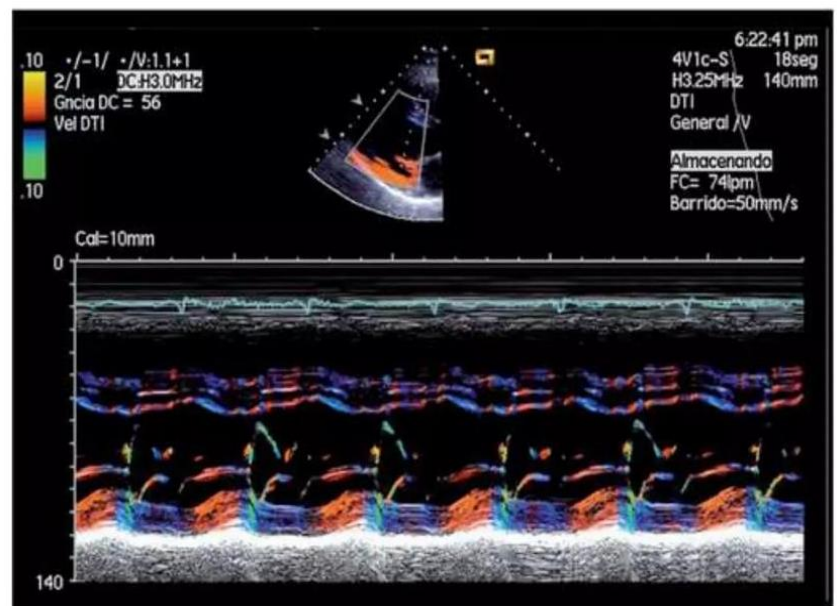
Imagen de Doppler tisular en modo M en plano paraesternal eje largo de ventrículo izquierdo.
